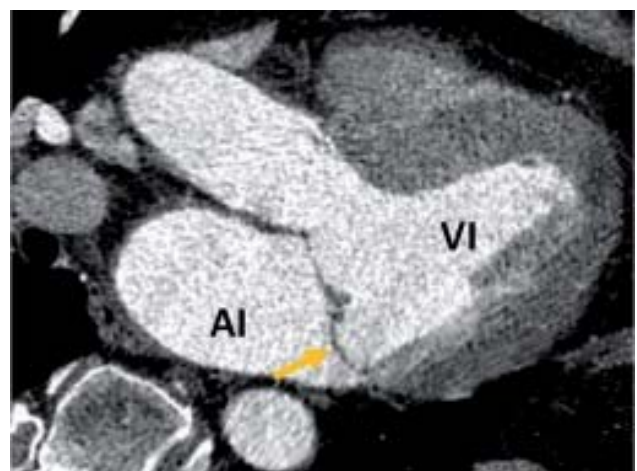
Reconstrucción multiplanar de una imagen de tomografía cardíaca donde se objetiva un prolapso del velo posterior de la válvula mitral (flecha amarilla). AI: aurícula izquierda. VI: ventrículo izquierdo.
